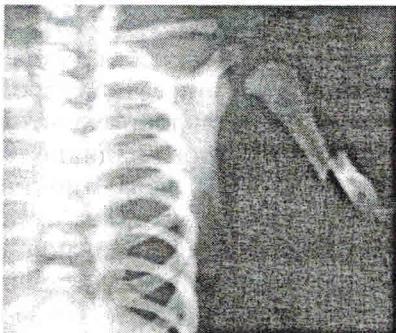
Рентгенологические признаки перелома плечевой кости у новорожденного с родовой травмой челюстно-лицевой области
